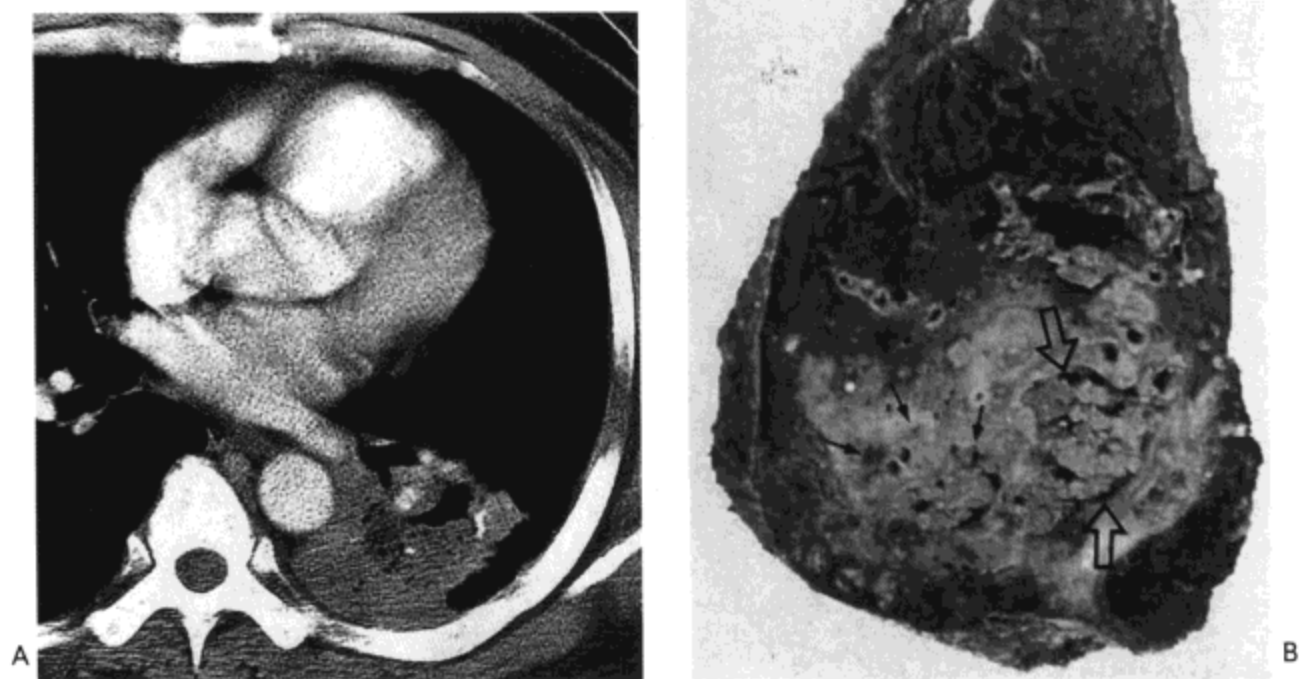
放线菌病。A: 对比剂增强 CT 影像 (7.0mm 层厚) 示左肺下叶上段实变伴中心低密度区与空洞。低密度区代表有坏死。B: 下肺叶切片示坏死性肺炎 (小箭号) 伴脓肿灶形成 (空箭号)。病人为一 48 岁男性。
